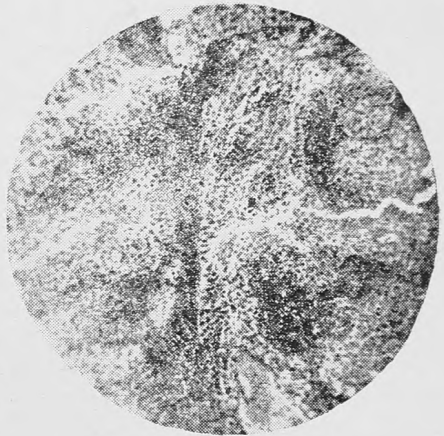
После 1500—2000 мг.-часов радия. Первичное развитие еще молодых пучков соединительной ткани. Раковые клетки частью в состоянии Рентген-рад. раздражения, частью в состоянии дегенерации и разрушения. Лимфоидная инфильтрация соединительной ткани.
